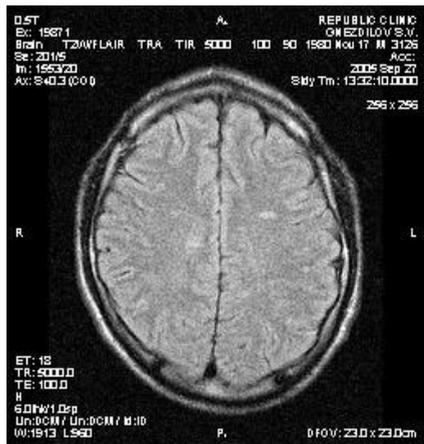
МРТ картина пациентки Г. (через 10 месяцев после ТФН)
